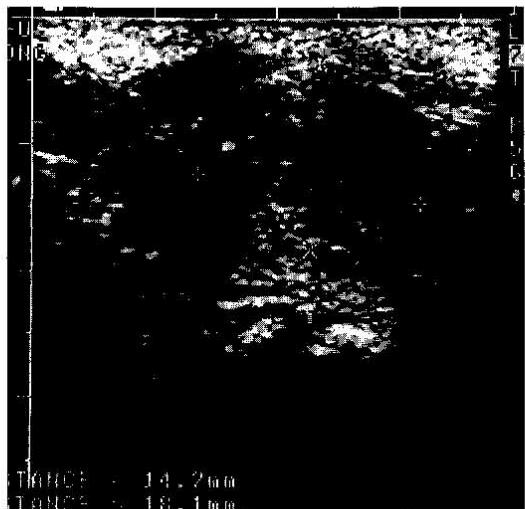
Ultrasonogram of neck reveals well defined, thick-walled cystic mass lesion.
